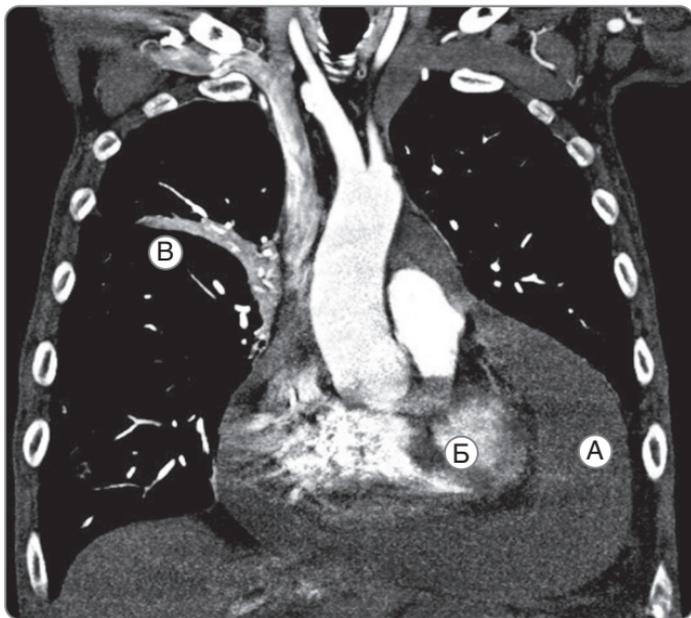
Компьютерно-томографический снимок того же пациента, что и на рис. 8.11, реконструкция в коронарной плоскости. Большой объем перикардального выпота (А), окружающего сердце (Б). С момента проведения рентгенографии в верхнем отделе правого легкого развился дисковидный ателектаз (В)
